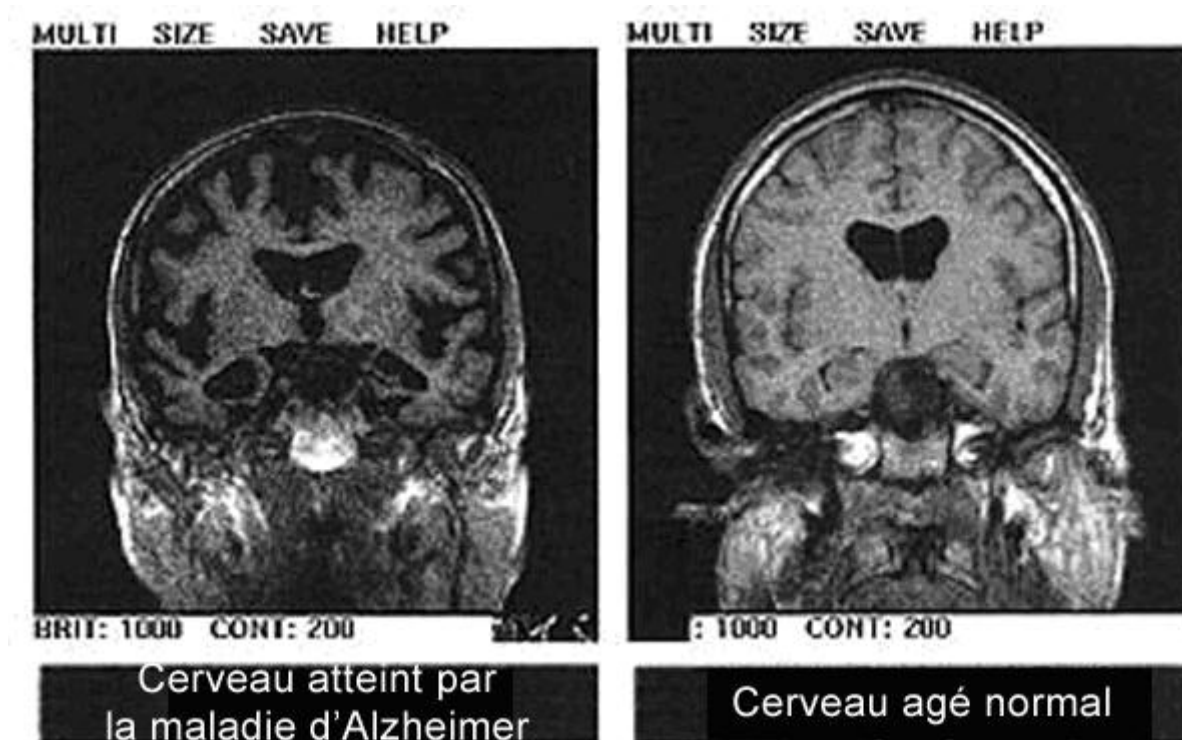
Comparaison des examens d'IRM cérébrale d'un sujet normal (à droite) et d'un sujet atteint de la maladie d'Alzheimer (à gauche)
